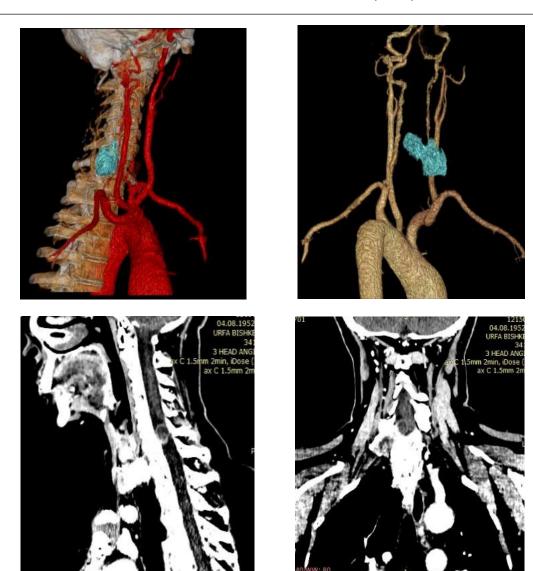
МСКТ ангиография сосудов шейного отдела спинного мозга с в\в контрастированием при экстрамедуллярной опухоли на уровне C6-7 позвонков с компрессией вертебральной артерии и распространением в превертебральное пространство по типу «песочных часов».
